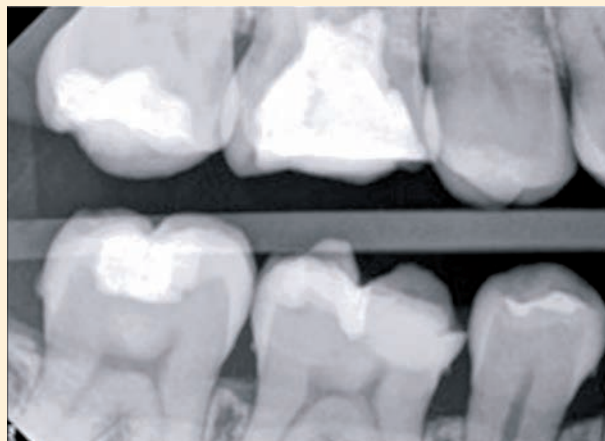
Radiografía final aleta de mordida. 15-julio-2015.
